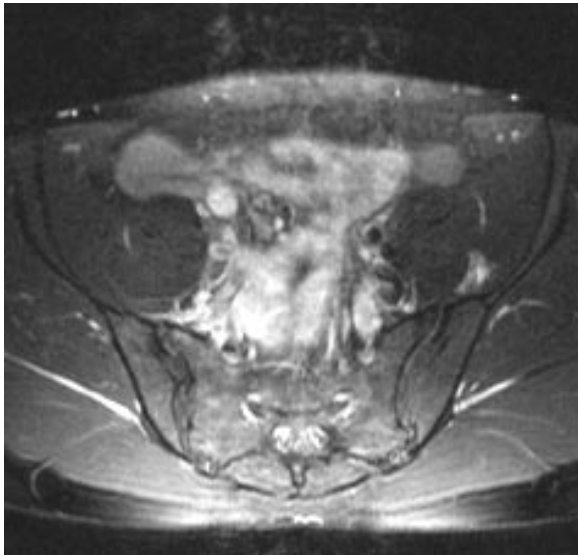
Désinsertion myotendineuse du psoas gauche avec localisation intrapelvienne chez une joueuse de tennis en IRM T2FS (Collection L. Bellaïche).
